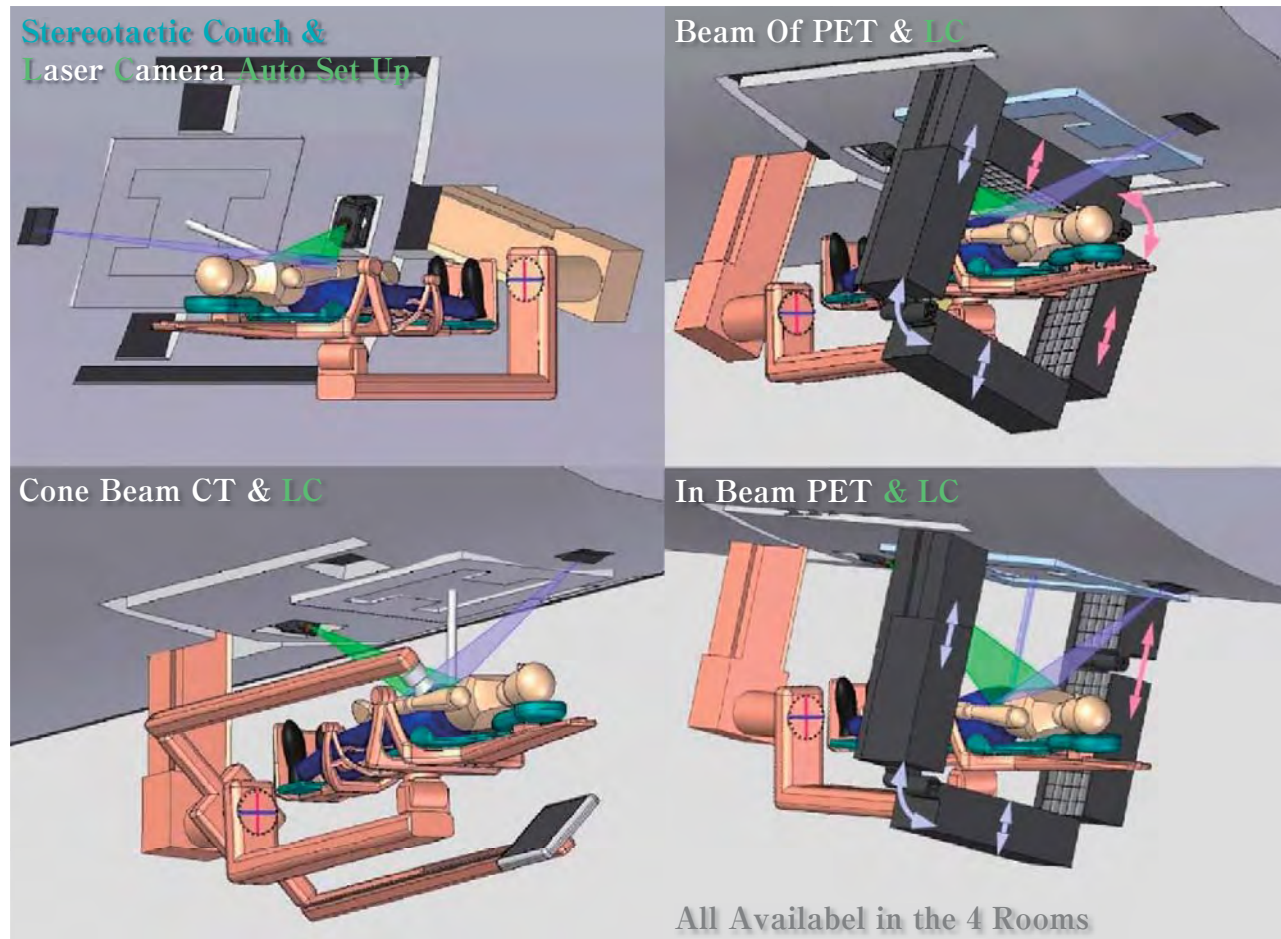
Patient set up using both laser cameras with green, red or infrared scanned laser beams for auto set up of the treatment based on the 3D shape of the patient surface. A cone beam CT facility for set up on internal reference points is included in the gantry for fast check that the patient's internal structures are accurately positioned. The cone beam CT device as well as the 4 PET detector arrays can be used in all 4 rooms and be retracted into the excentric gantry when not needed as indicated in the figure.
